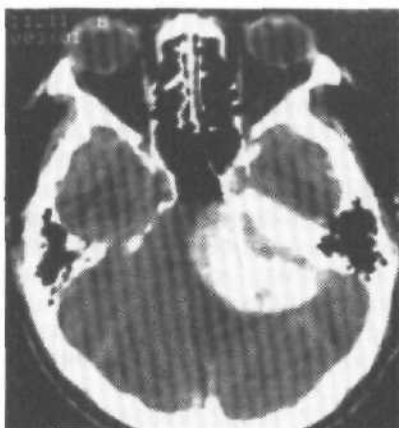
Большая петрифицированная менингиома мостомозжечкового угла. КТ с контрастным усилением.
